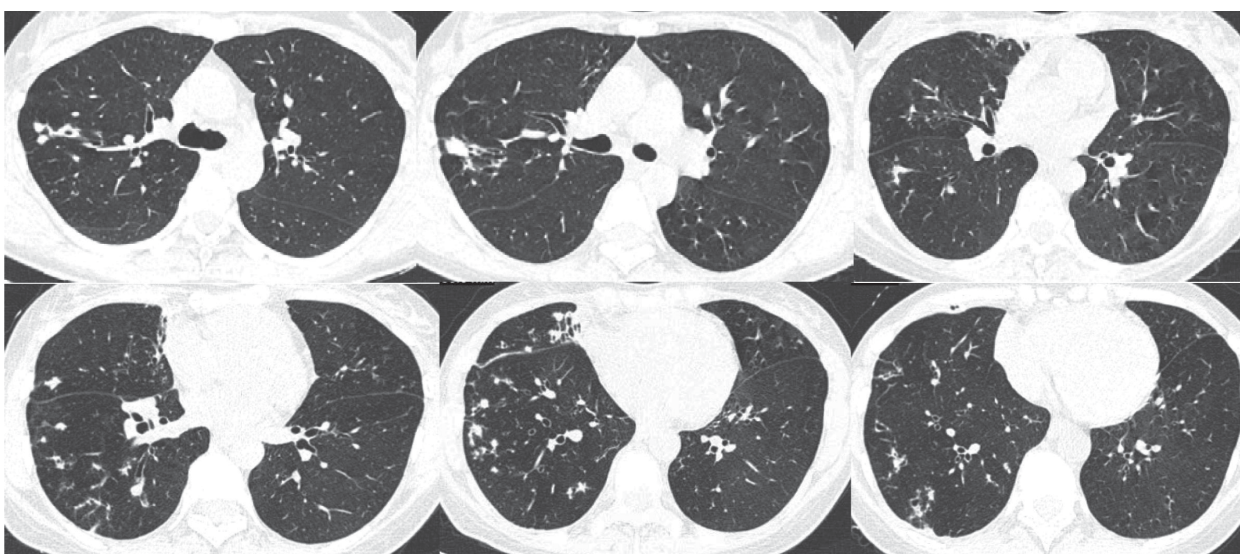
Компьютерная томография органов грудной клетки от января 2018 г.
